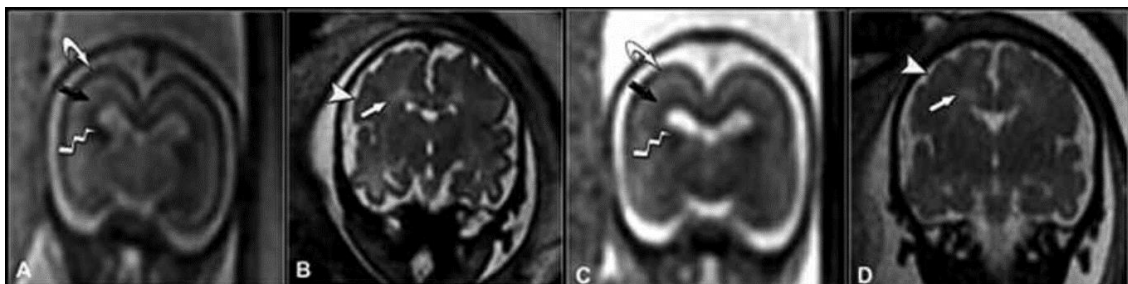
Patrón de la corteza cerebral en RMN. (a) Coronal SSFSE T2; (b) Coronal SSFSE T2; (c) Coronal FIESTA; (d) Coronal FIESTA. Tres capas: matriz germinal interna (flechas quebradas), capa intermedia de neuronas migratorias (flechas negras) y cortical inmadura externa (flechas curvas) en 20,4 semanas. (A y C) Dos capas: sustancia blanca interna, (flecha blanca) y cortical externa (cabeza de flecha blanca) en 35 semanas. (B y D) Fuente: Tomado de Recio et al., 2010
